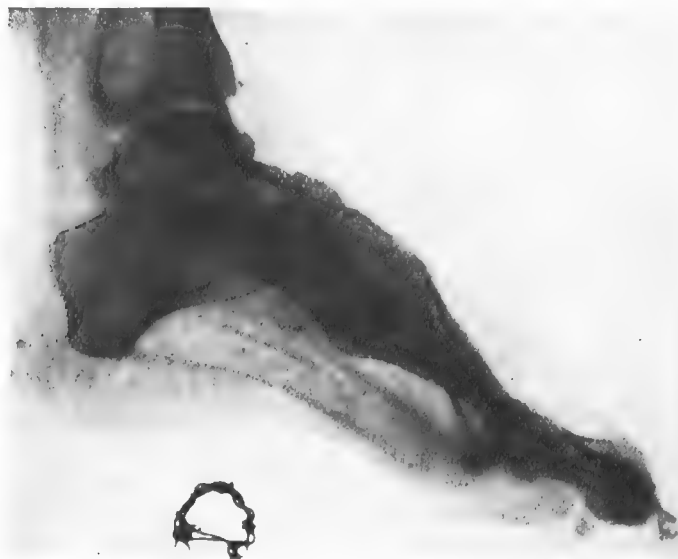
Arthrodèse sous-astragalienne et médio-tarsienne pratiquée 2 ans et 3 mois auparavant. La fusion calcanéo-astragalienne d'une part, astragalo-scaphoïdienne et calcanéocuboïdienne de l'autre, est parfaite. Le pied, qui était plat, a repris une concavité normale. Cas M... (Madeleine. Radiographie du 8-1-34.
